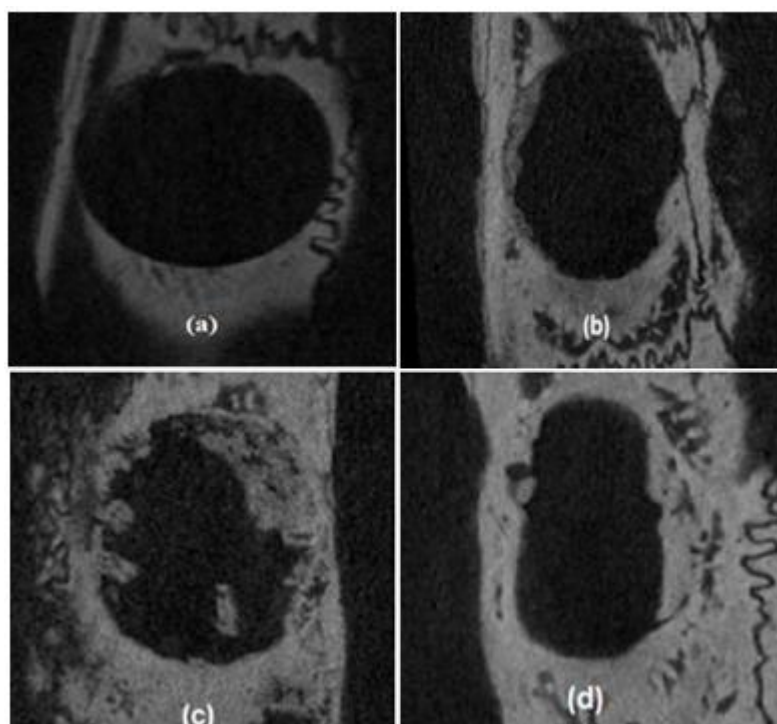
Fotomicrotomografia dos defeitos ósseos contendo a membrana ureasil-POP400/POP2000; (a) 7 dias (b) 15 dias (c) 30 dias; (d) 60 dias.
